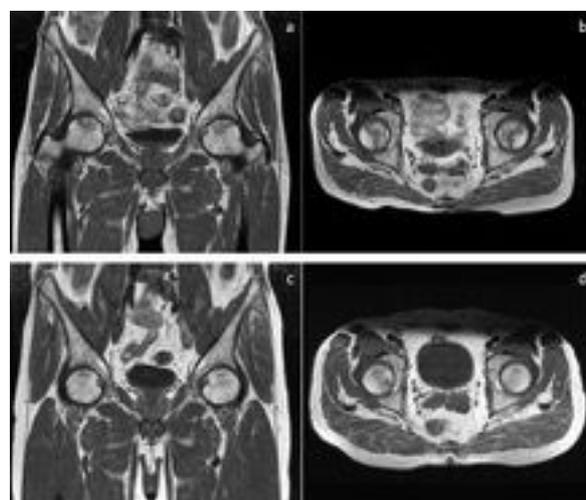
高容量ステロイド両方開始後 3 か月時の単純 MRI T1WI
